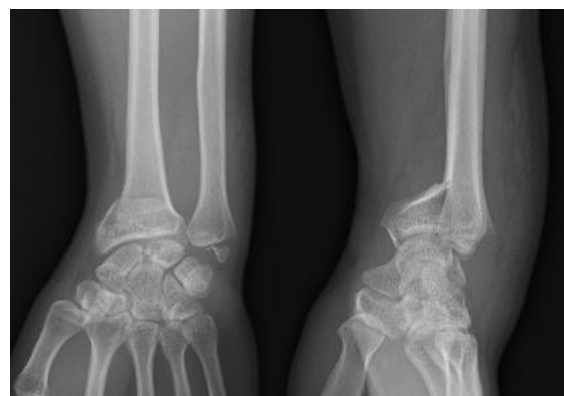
Xray of 32-years old man that falling while playing futsal, there is revealed comminuted fracture of intraarticular os radius sinistra pars distal accompanied by complete fracture of processus styloideus os ulna sinistra
